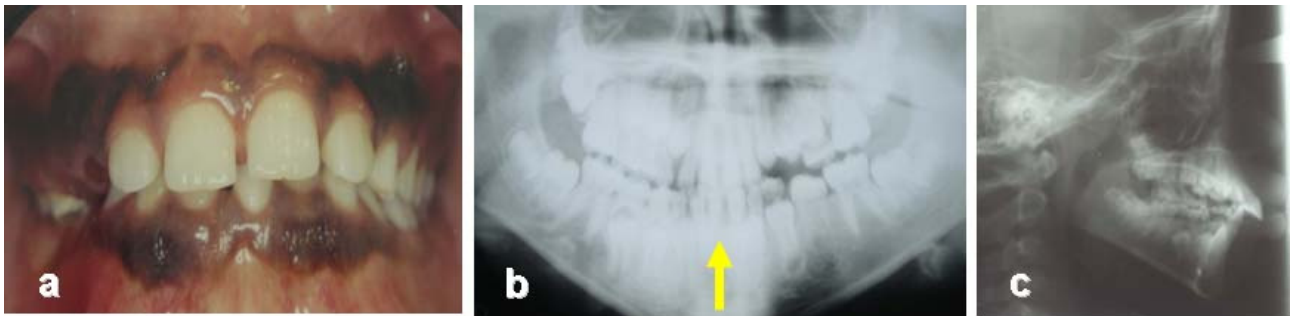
Cas d'agénésie d'incisive mandibulaire avant traitement (a : Photo intra-orale de face, b : Radiographie panoramique avant traitement, c : Téléradiographie de profil avant traitement)
